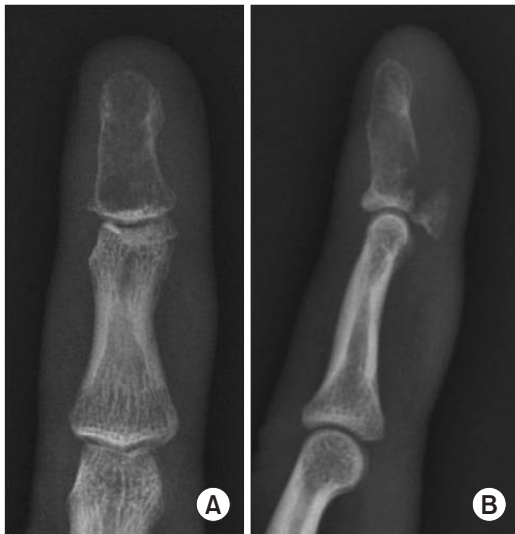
Standard X-rays showing a bony fragment avulsed from an enchondroma at the base of the distal phalanx of the left middle finger. (A) Posteroanterior view. (B) Lateral view.
